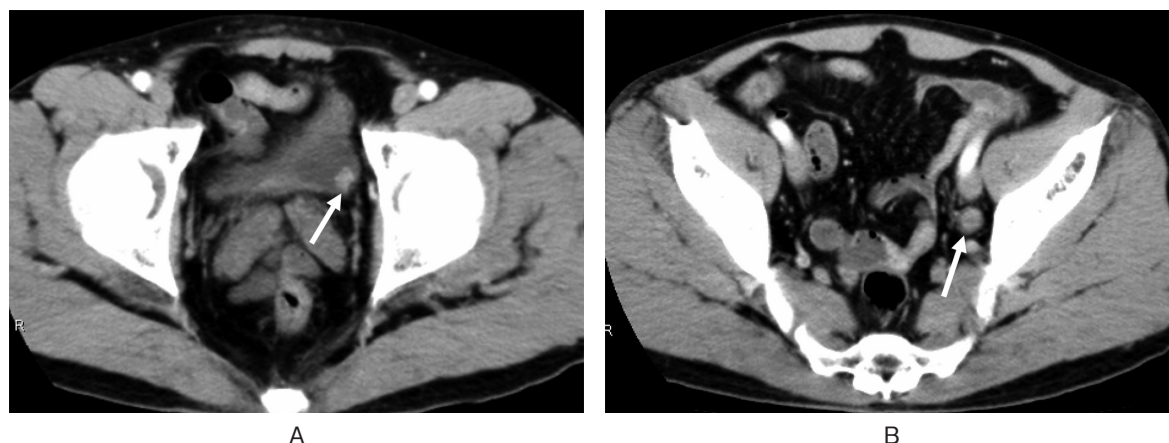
A: Abdomen computed tomography (CT) scan revealed a bladder tumor, 11×8 mm in diameter. B: Abdomen computed tomography (CT) scan demonstrated a slightly enhanced left obturator lymph node swelling, 16×14 mm in diameter.
